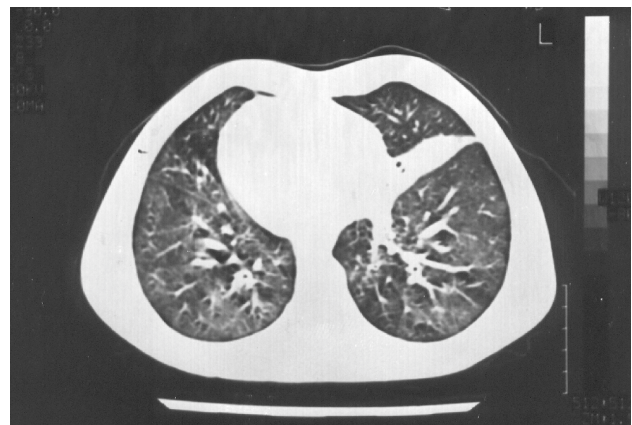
Tomografia computadorizada de tórax do mesmo paciente com Síndrome de Kartagener mostrando atelectasia segmentar de lobo médio à esquerda
